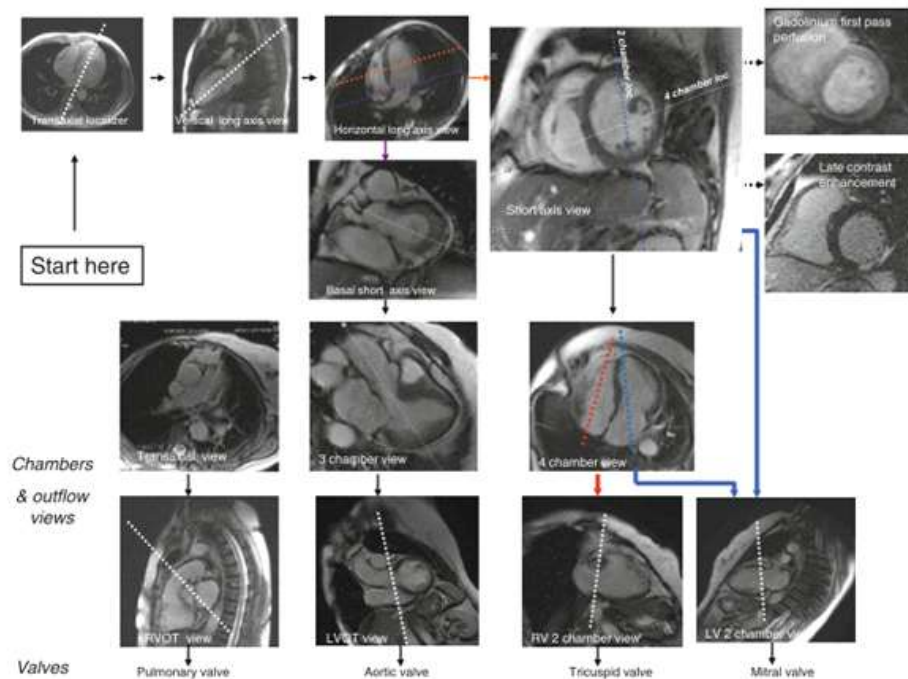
A road map for major imaging planes of the cardiac magnetic resonance study
